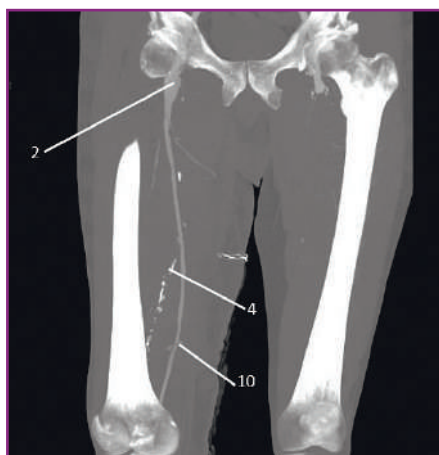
Мультиспиральная компьютерная томография с контрастированием аорты и артерий нижних конечностей после проведенной хирургической реконструктивной операции: 2 — общая бедренная артерия, 4 — окклюзированная поверхностная бедренная артерия, 10 — аутовенозный графт / Multispiral computed tomography with contrast enhancement of the aorta and arteries of the lower extremities after surgical reconstructive surgery: 2 — common femoral artery, 4 — occluded superficial femoral artery, 10 — autovenous graft
